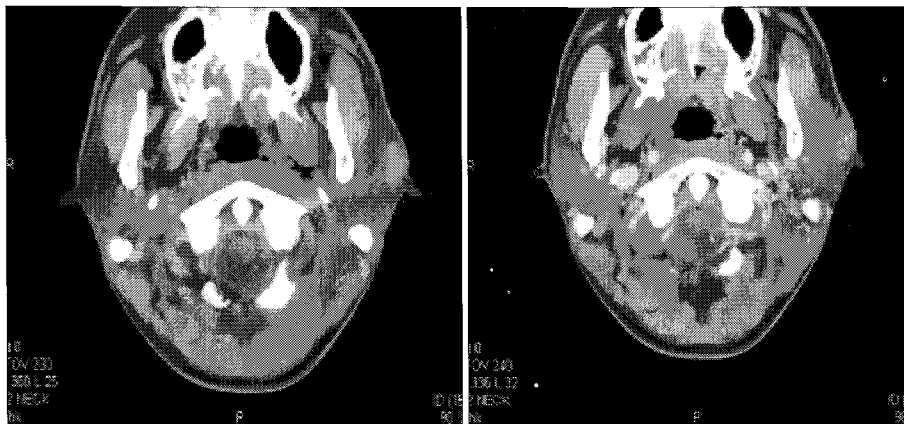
Precontrast and postcontrast axial CT scan of case 1. It shows calcified ovoid mass on left parotid area.
